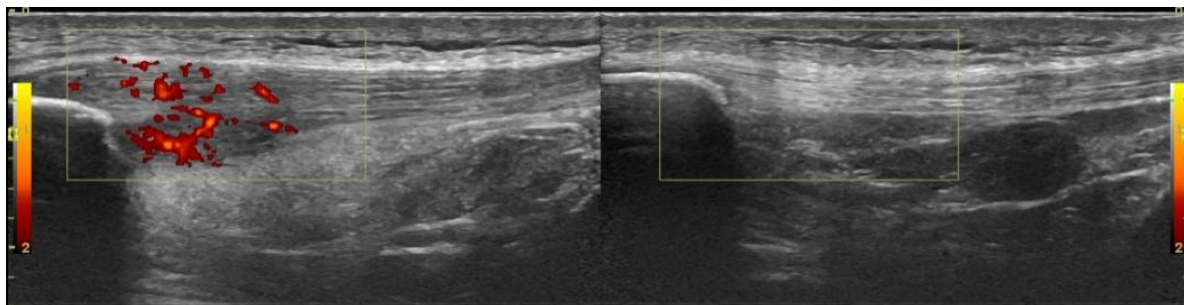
Imagen ecográfica comparativa de un tendón sano y un rotuliano con afectación crónica donde se puede observar el engrosamiento en la inserción rotuliana, un área hipoecoica y la hipervascularización con el power doppler color.
